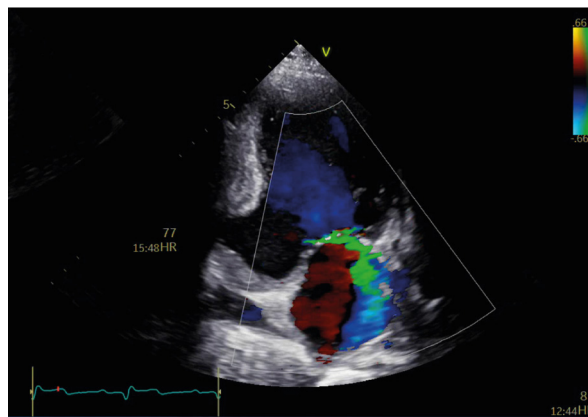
Insuficiência mitral secundária a miocardiopatia isquêmica, com formação de aneurisma na parede inferior, deslocamento do músculo papilar posteromedial e tração de ambas as cúspides pelo remodelamento ventricular (Fonte- arquivos internos do Setor de Ecocardiografia do Instituto Dante Pazzanese de Cardiologia).
